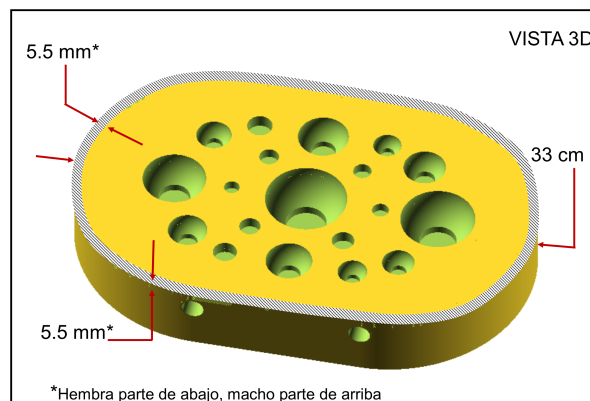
Vista 3D del fantoma de cuantificación PET.
